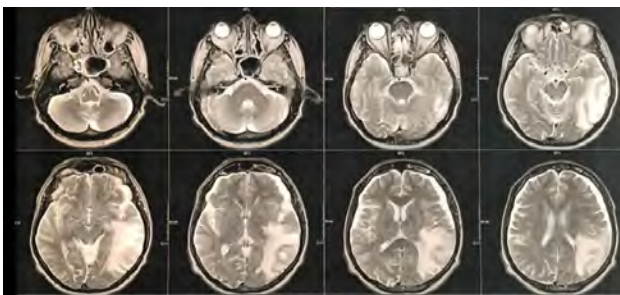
RM de crânio evidenciando lesão nodular em giro temporal superior esquerdo, com importante edema vasogênico.
